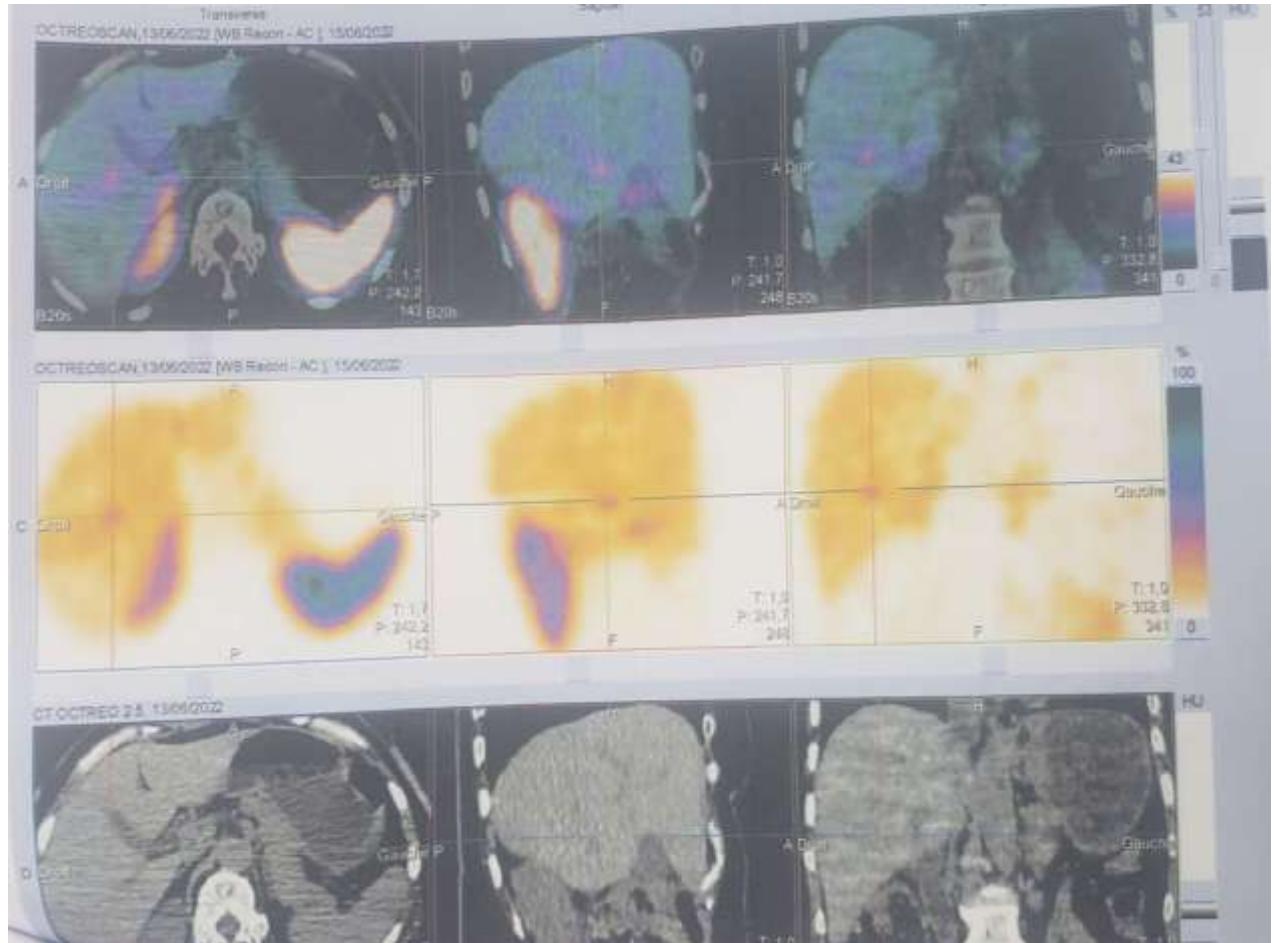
Image TEMP-TDM d'une scintigraphie au Tektroyd® montrant des lésions hépatiques en rapport avec des métastases hépatiques. (Service de médecine nucléaire du CHU de Marrakech)
